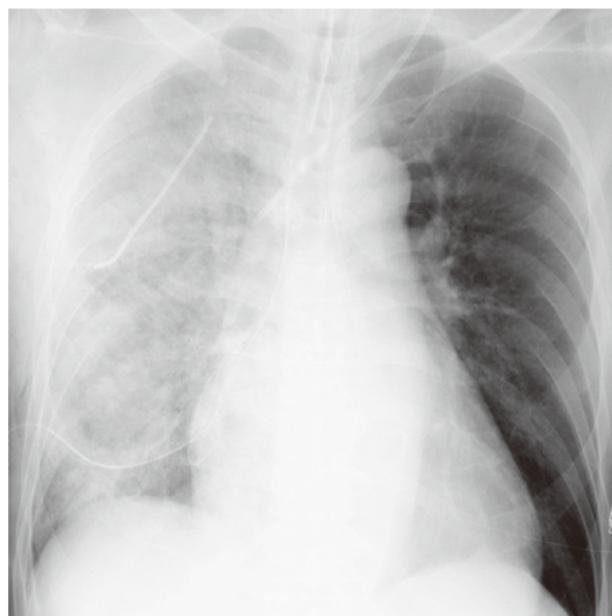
Chest X-ray of a patient with right-sided unilateral pulmonary edema upon admission to intensive-care-unit after minimally invasive mitral valve repair.
